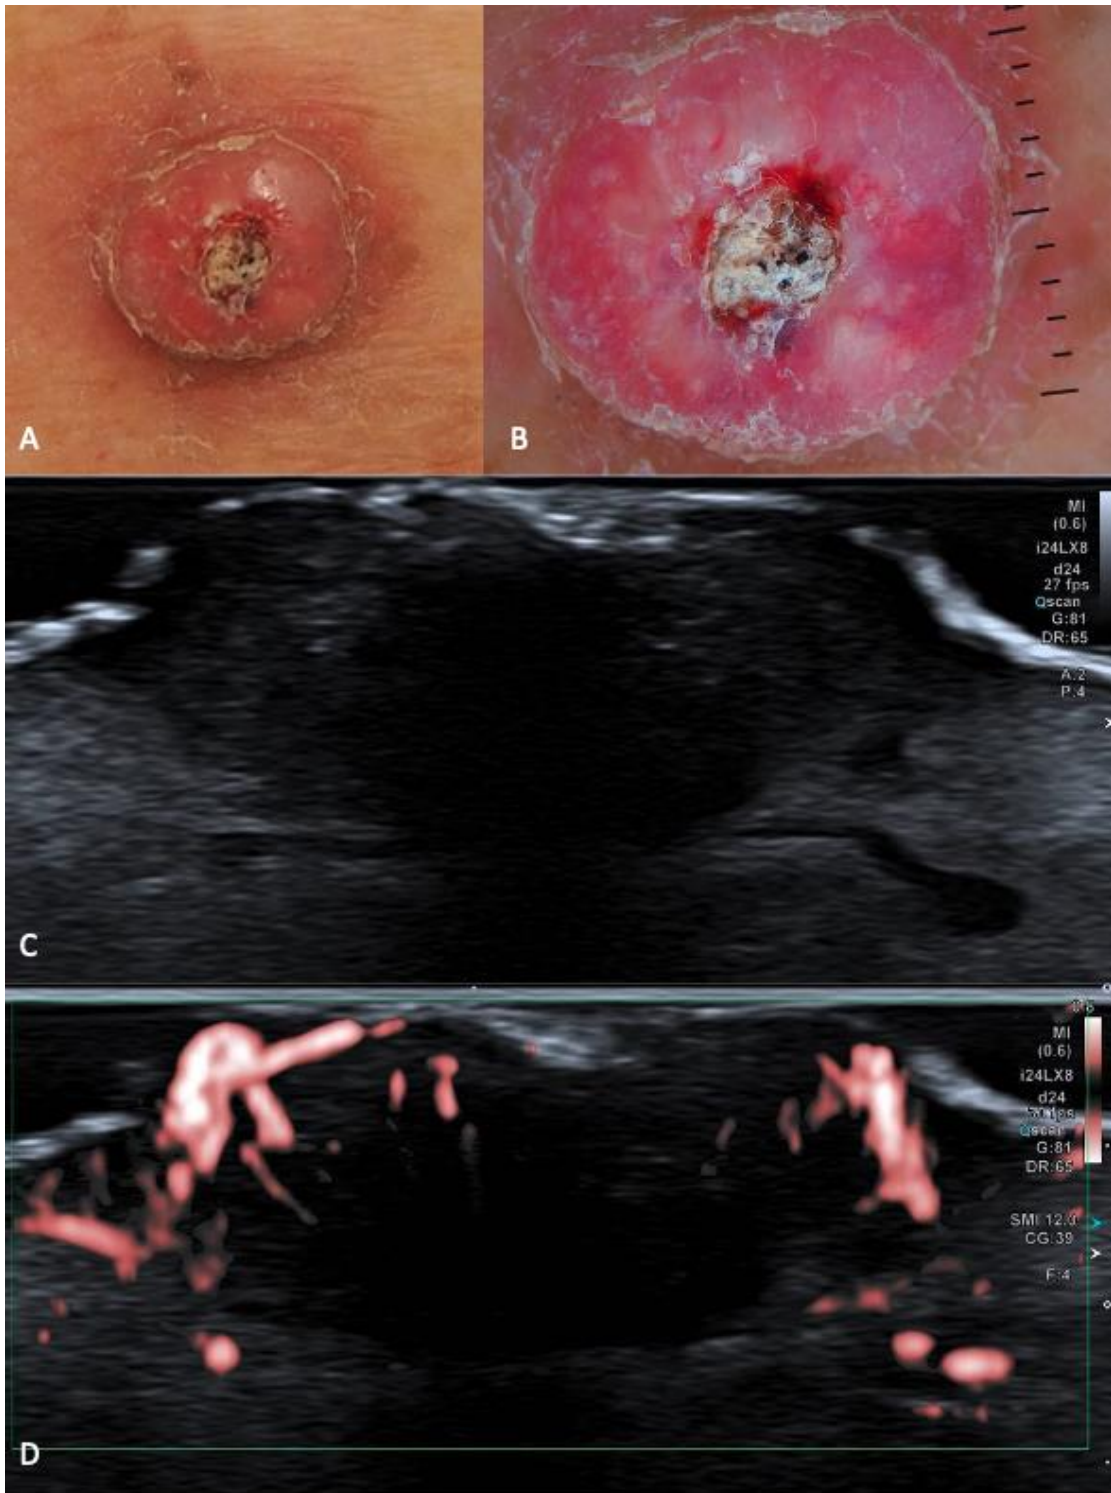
Carcinoma espinocelular. A. imagem clínica, B. dermatoscopia; C. ultrassonografia no modo B demonstrando lesão ovalada, de localização dérmica, hipocogênica, com espessamento e solução de continuidade epidérmica e produtora de artefato de sombra acústica posterior e D. presença de vascularização intralésional ao Doppler.
